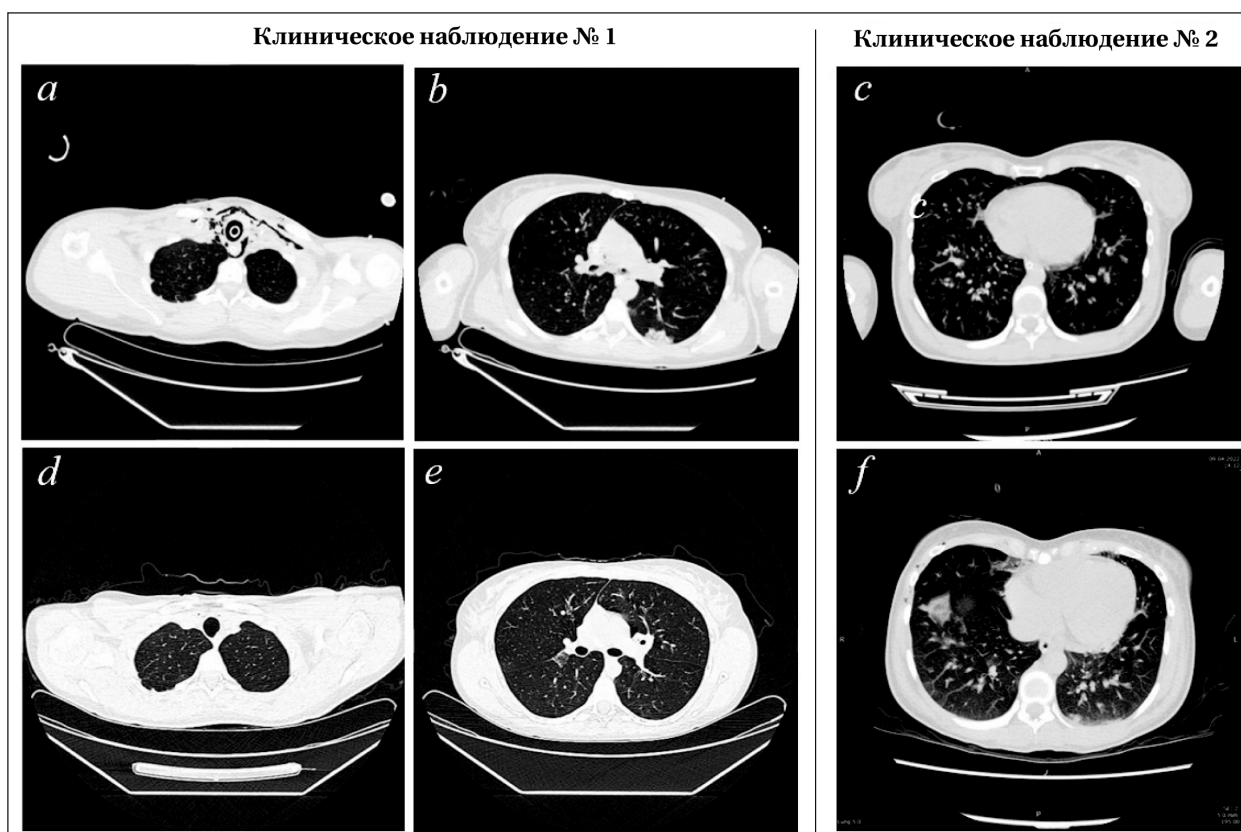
Динамика изменений КТ ОГК.
